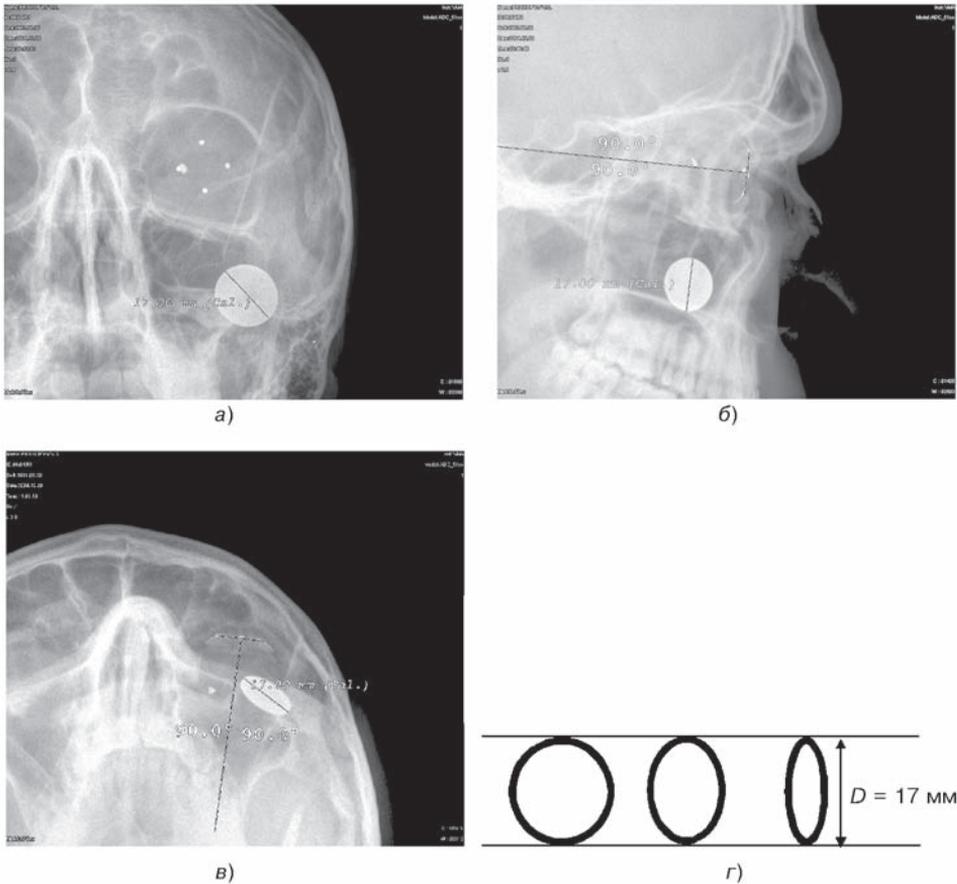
Цифровые рентгенограммы левой глазницы в трех (*а* — прямая, *б* — боковая, *в* — аксиальная) проекциях, с индикацией глазного яблока протезом Комберга—Балтина. Для калибровки на кожу вблизи орбиты прикреплен рентгенконтрастный диск (монета 10 копеек); *г* — варианты формы рентгеновского изображения диска в зависимости от ракурса. Пояснения в тексте.
